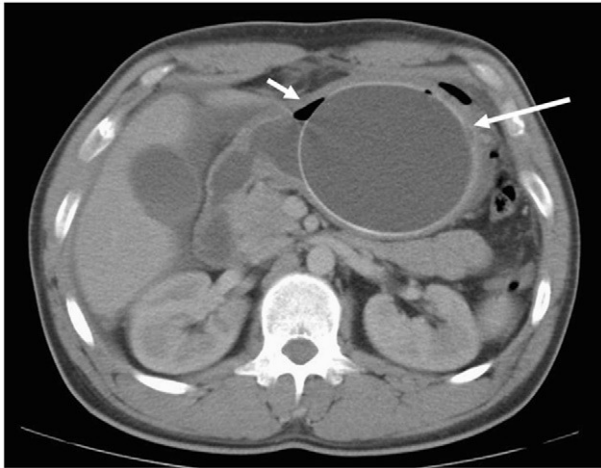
TAC abdominal que detecta el balón intragástrico (flecha larga) y la presencia de neumoperitoneo (flecha corta).
